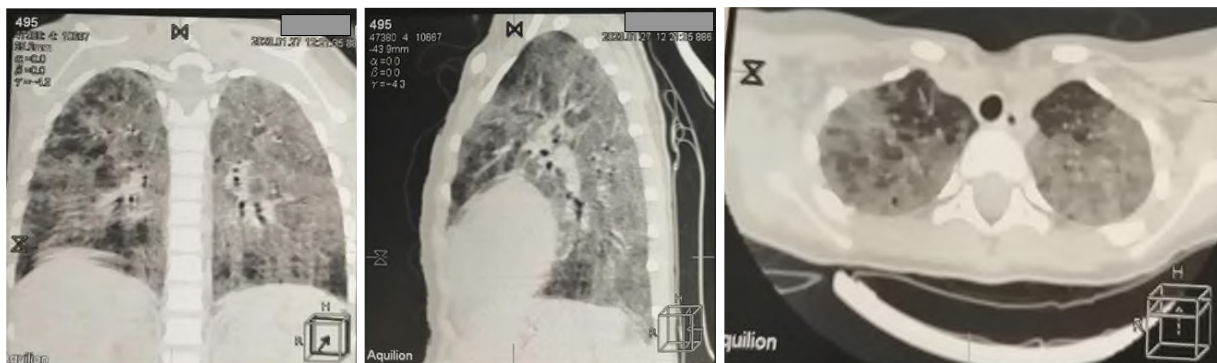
КТ – картина двусторонней массивной полисегментарной пневмонии в фазе течения.
